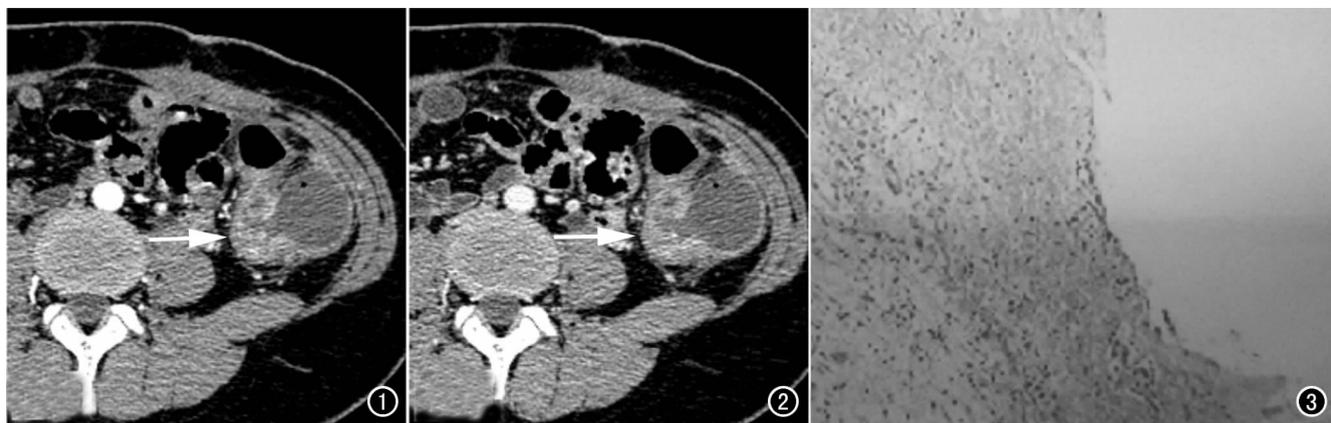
动脉期薄层CT图像示降结肠积液扩张,增厚的管壁明显不均匀强化,呈混杂密度灶,周边可见环形强化(箭)。
